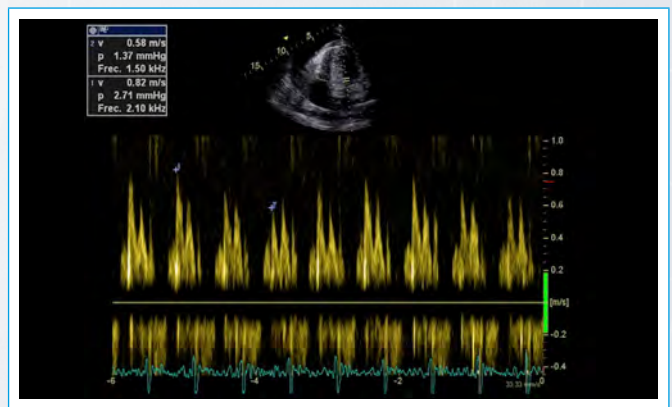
ETT, exploración con Doppler pulsado del flujo de llenado mitral, donde se observa variabilidad significativa de 30%
